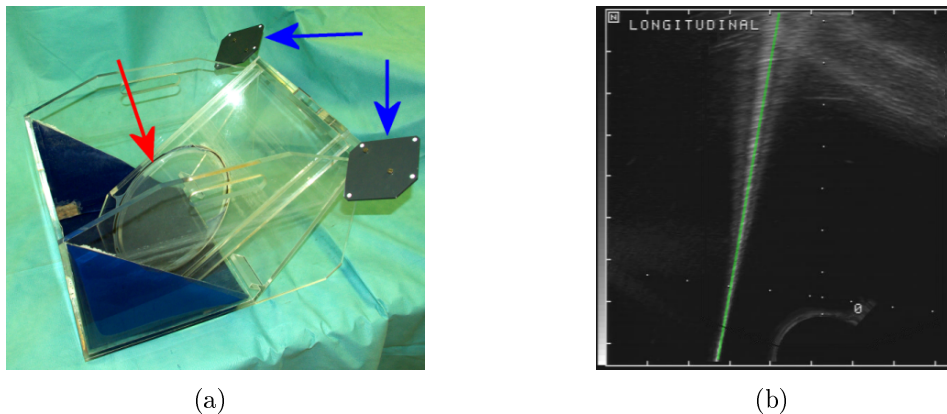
(a) Cuve de calibrage de l'échographe. Le plan de calibrage est indiqué par la flèche rouge. Ses coordonnées sont connues dans le référentiel défini par les corps rigides solidaires du cadre, indiqués par les flèches bleues. (b) Image échographique du plan de calibrage obtenue avec une sonde sectorielle (trait vert).
